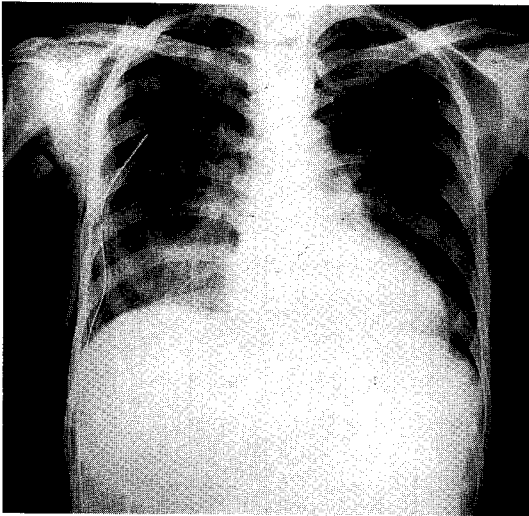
Chest radiograph after insertion of the chest tube shows the diffuse reticulo-nodular densities in the both lower lung fields.
